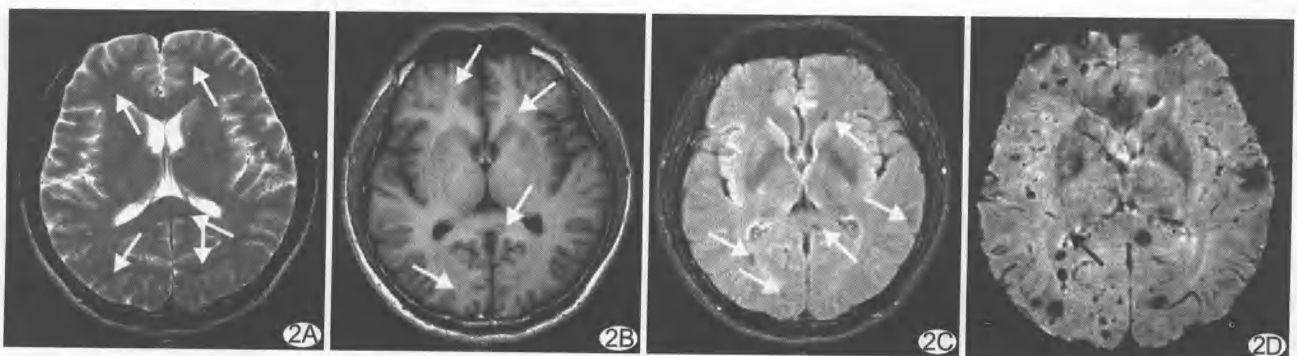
患者, 男, 26 岁。颅内毛细血管扩张症合并左侧额叶海绵状血管瘤 A. 常规 T2WI 显示两侧额叶、枕叶及胼胝体压部多发小点状低信号影(箭头); B. 常规 T1WI 显示两侧额叶、枕叶及胼胝体小点状低信号影, 但不如 T2WI 明显(箭头); C. FLAIR 显示小点状低信号影(箭头); D. SWI 清晰显示脑实质内多发小点状及小圆形明显低信号区(箭头), 无占位效应, 大小不一, 边界清楚
